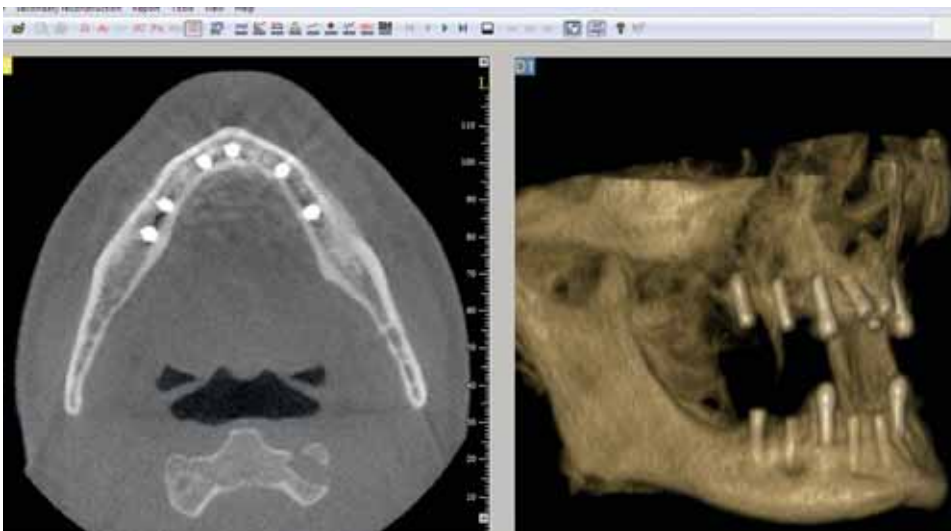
Im postoperativen Volumentomogramm sind alle Implantate röntgenologisch wie geplant im Knochen verankert.
